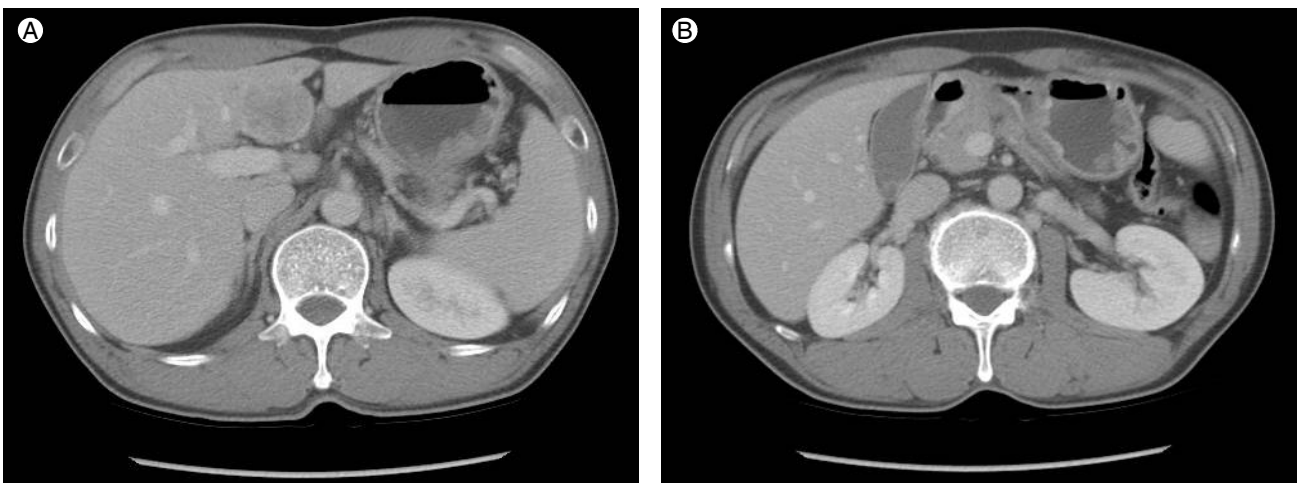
Abdominal CT scan showing (A) an approximately 3.4 cm mass in the left lobe of liver and (B) gastric wall thickening in the antrum of the stomach.
